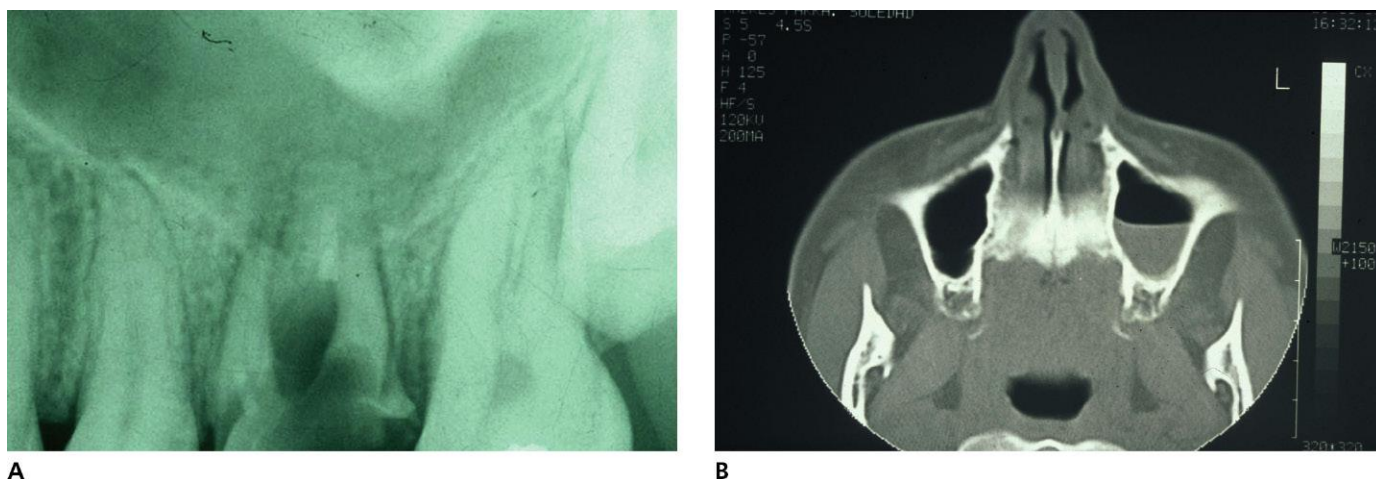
A. Periodontitis aguda supurada. B. TC con empiema (nivel hidroaéreo) del caso.
